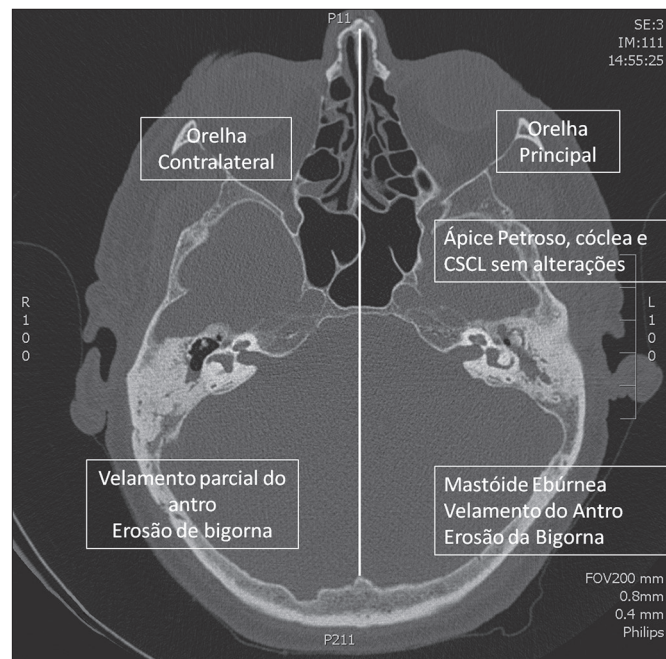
TC axial. Comparação de anomalias entre orelhas principal (esquerdo) e contralateral (direito).
